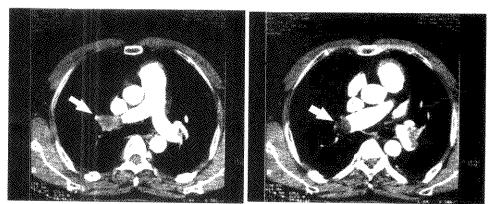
肺栓塞肺灌注显像与电子束 CT 对照图 上图:肺灌注显像显示左肺尖后段、舌段及右肺尖段、后段、前段、基底段血流灌注缺损; 下图: 电子束 CT显示右肺动脉远端及左脚动脉近舌叶动脉开口处充盈缺损(箭头所示)
